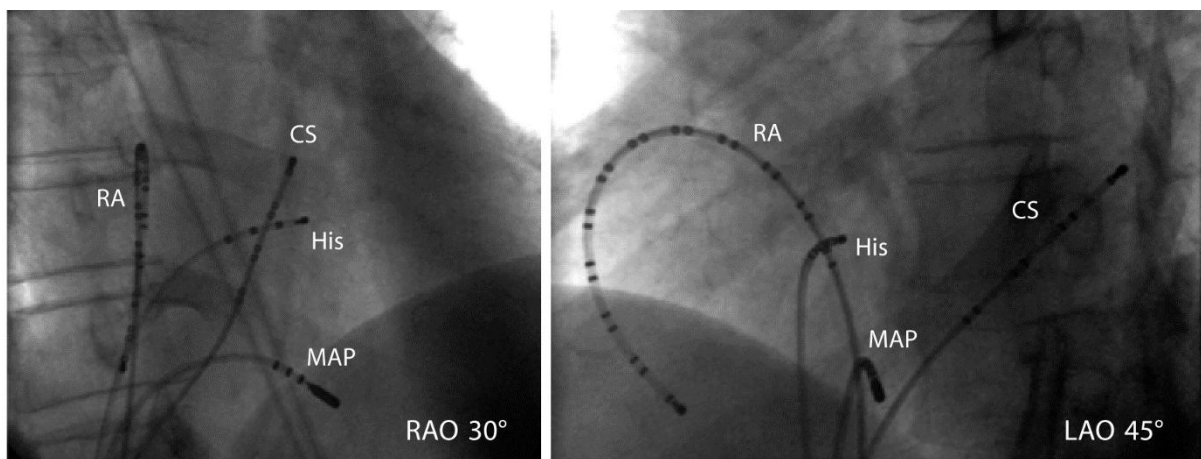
Katheterposition bei Vorhofflatterablation im Röntgen aus RAO- und LAO-Projektion. RA = Halo-Katheter im rechten Vorhof, MAP = Ablationskatheter, His = Ableitung im Bereich des His-Bündels, CS = Katheter im Koronarsinus; aus (4)
